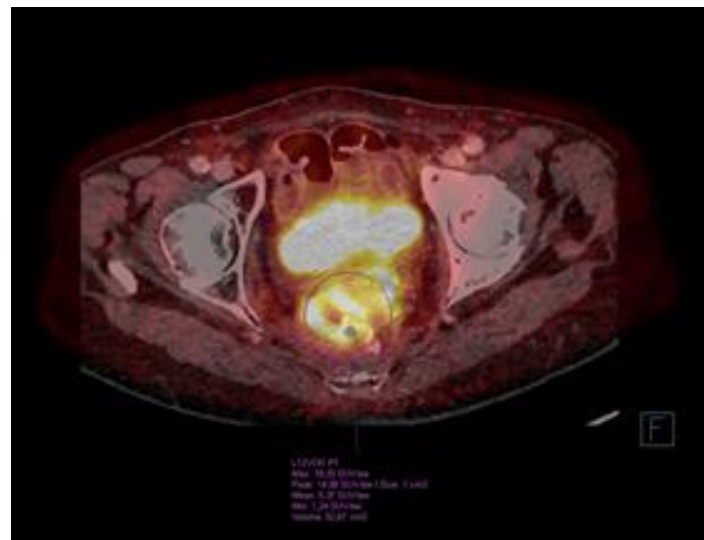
4.2.2019 PET/CT
